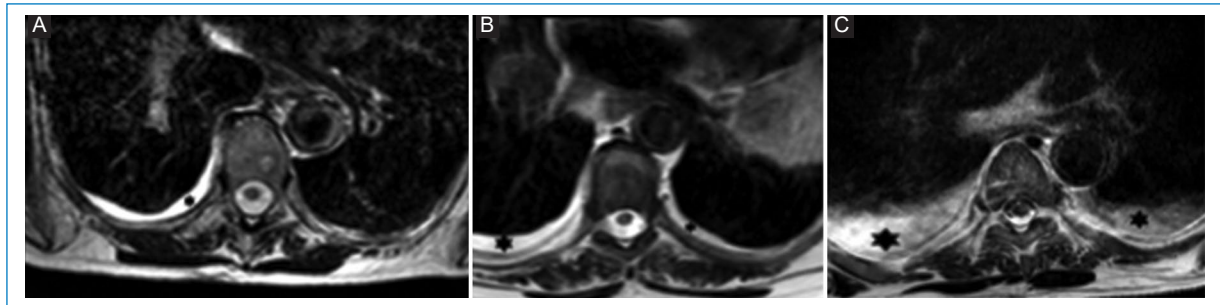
RM de columna dorsal. (A-C) secuencias T2 plano axial. Hallazgos extrarraquídeos en CD. Pacientes con derrame pleural (*). (A) Unilateral. (B-C) Bilateral.
